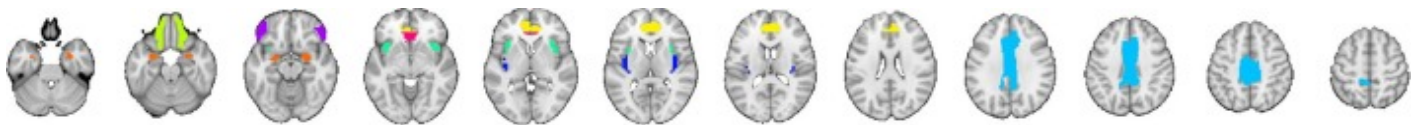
Tomogrammi cerebrali rappresentativi ottenuti mediante RM. Da Hansen N. et al. *Immunopsychiatry – innovative technology to characterize disease activity in autoantibody – associated psychiatric diseases* (2022).
